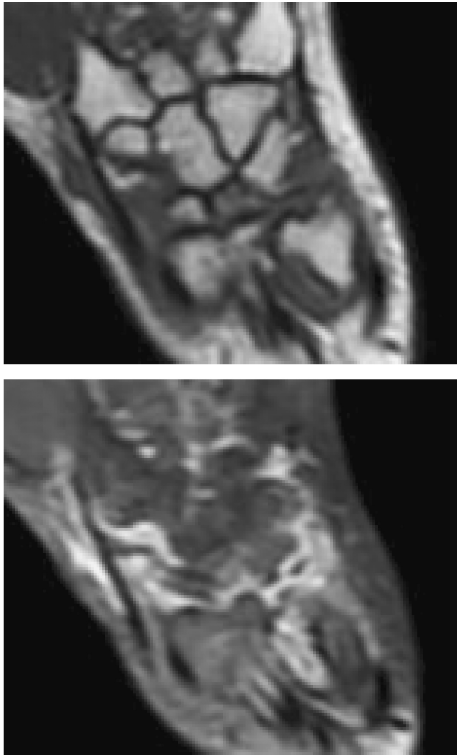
Assessment of synovitis in the wrist joints by MR imaging. Pre (a) and post contrast (b) T1-weighted coronal images of the wrist. This image demonstrates synovitis of the distal radioulnar and radiocarpal joints.
